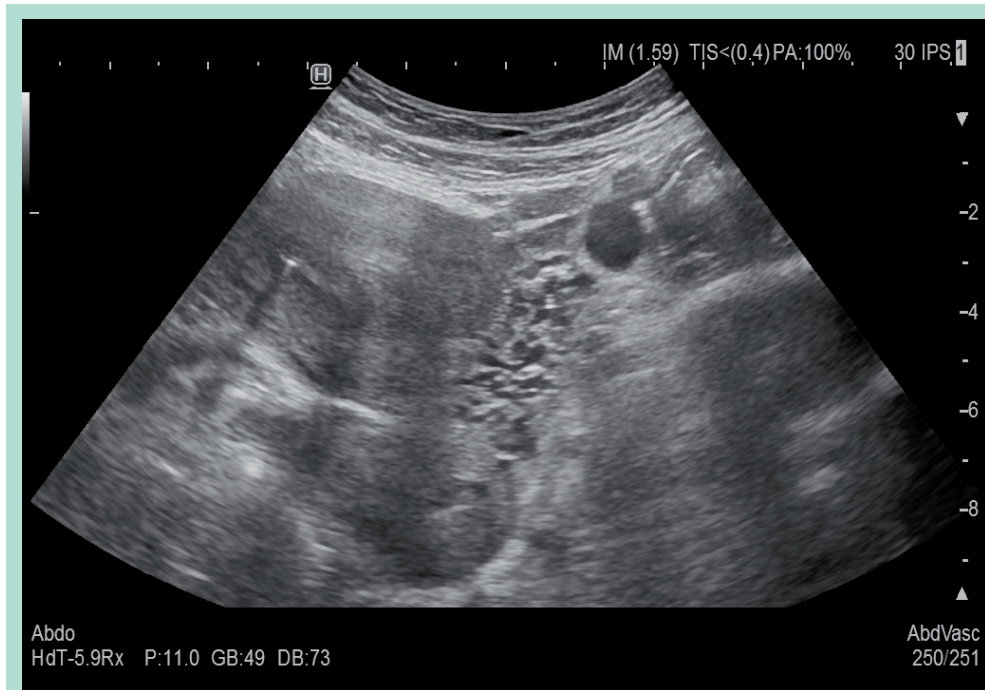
Hitachi Arietta 850, échographie mode B sonde abdominale : visualisation de dilatation du plexus veineux para-utérin.
